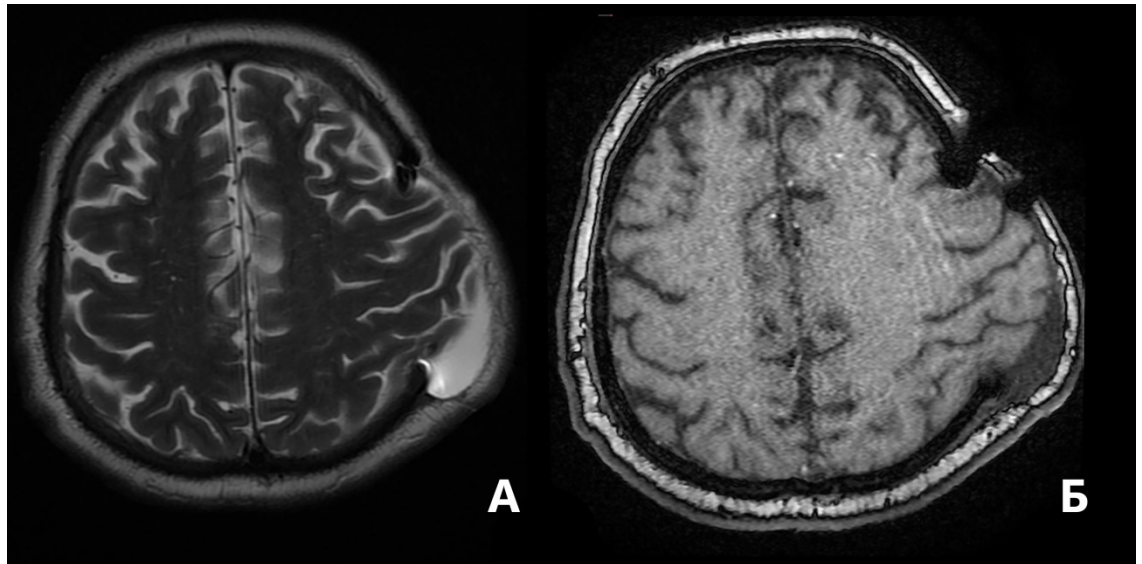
МРТ головы пациента после перенесенного САК и ДТЧ выполненной по месту жительства, А — Т2-режим , Б — Т1-режим.
